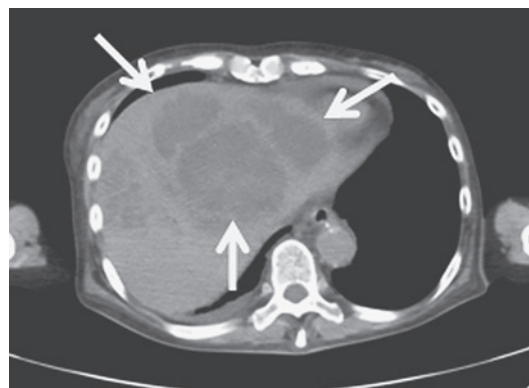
入院時腹部 CT : 隔壁を有する低吸収域の腫瘍を認める (矢印の部分)
